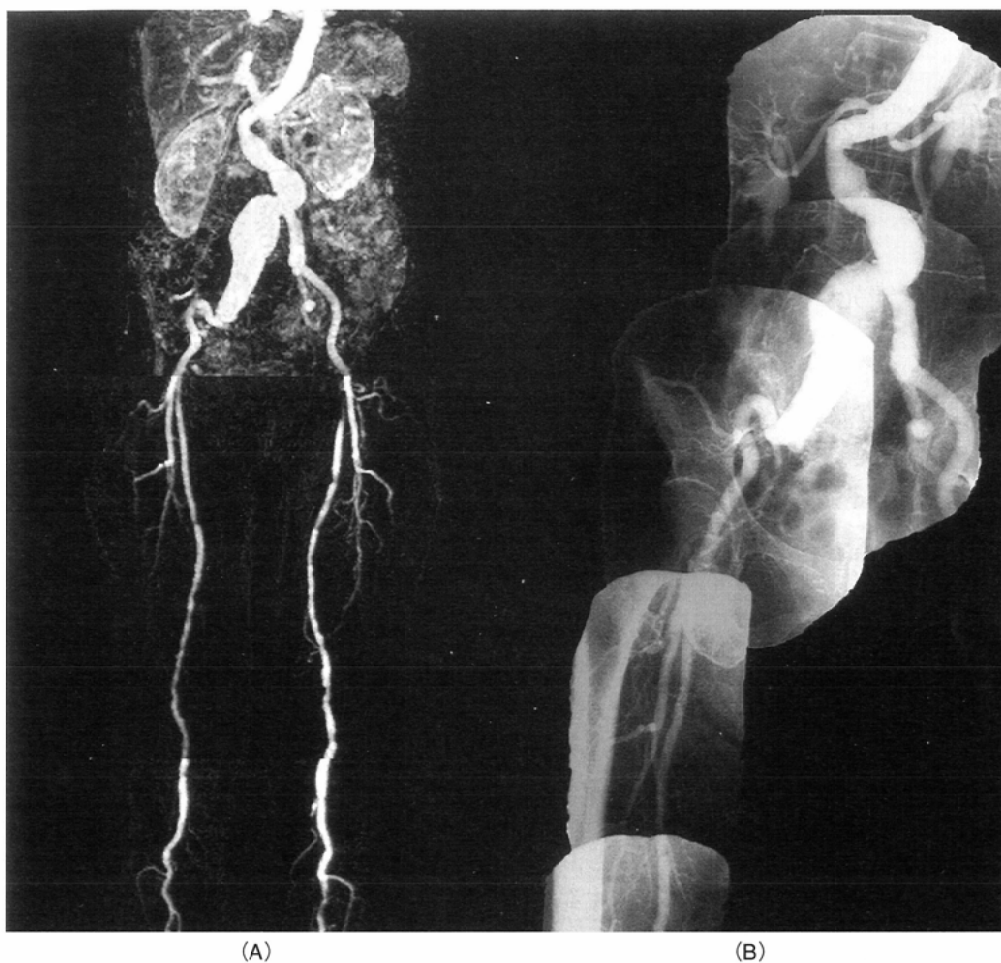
Atherosclerotic change and aneurysm of rt. iliac artery A: MRDSA B: conventional angiography MRDSA depicts the atherosclerotic change of arteries of lower half body. The aneurysm of rt. iliac artery is clearly demonstrated on MRDSA as well as on conventional X-ray angiography.
